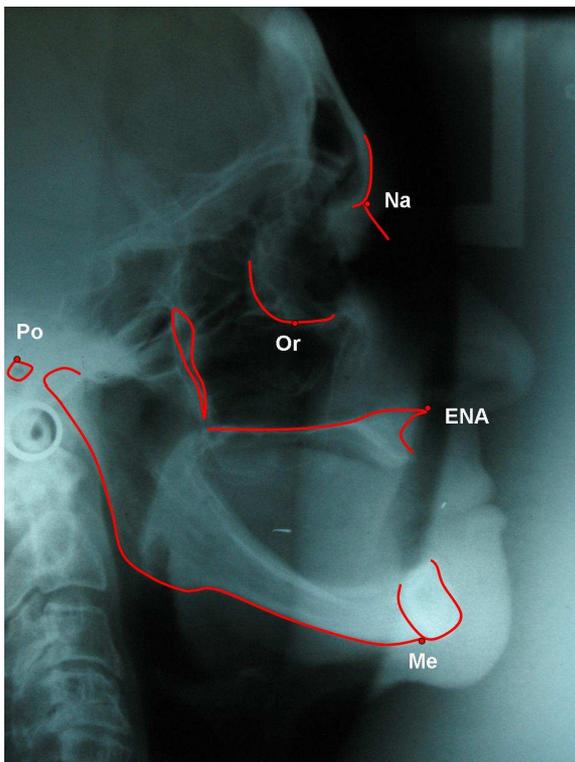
Telerradiografia em norma lateral de paciente com próteses totais. Estruturas ósseas e pontos determinados .
